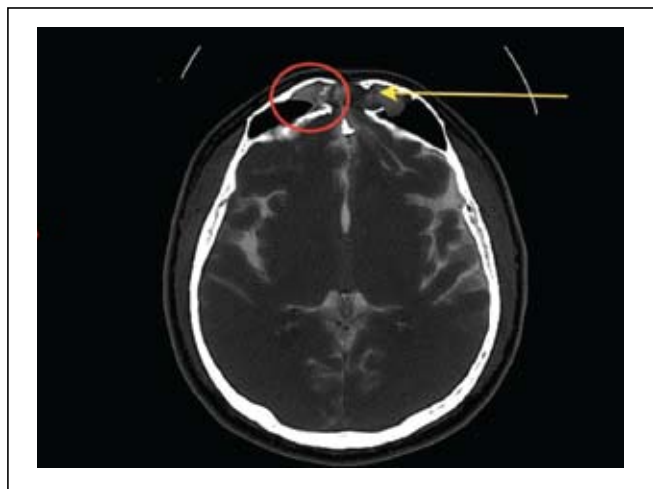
КТ-Ц с активной назальной ликвореей. Определяется дефект задней стенки лобной пазухи с пролапсированием лобных долей (больше левой) в полость лобной пазухи – менингоэнцефалоцеле. В правой лобной пазухе визуализируется контрастный препарат, мигрирующий в полость носа. Желтая стрелка – менингоэнцефалоцеле; красный круг – контрастный препарат в правой лобной пазухе.
